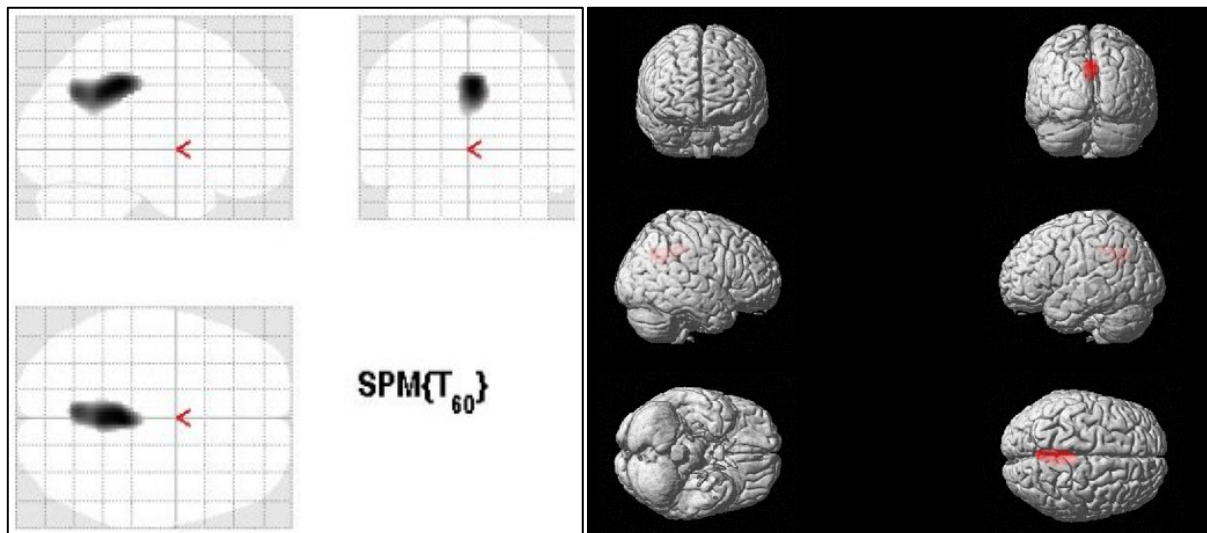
a und 15 b: Vergleich der normalisierten und geglätteten 18F-FDG-PET Aufnahmen von 19 unbeeinträchtigten Patienten und 43 Patienten mit LKB.
